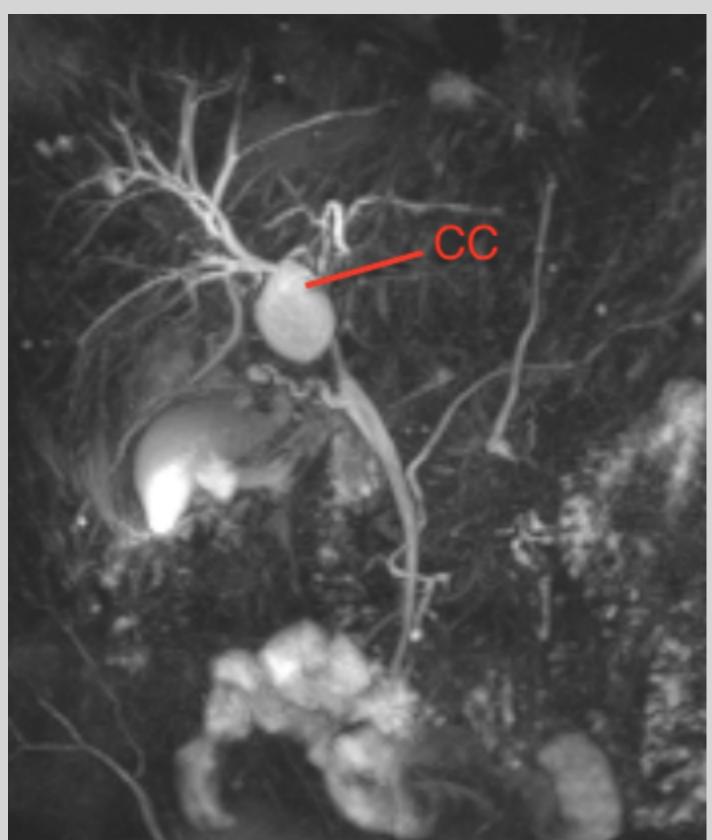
Ressonância Magnética. CC: Cisto de Colédoco.
